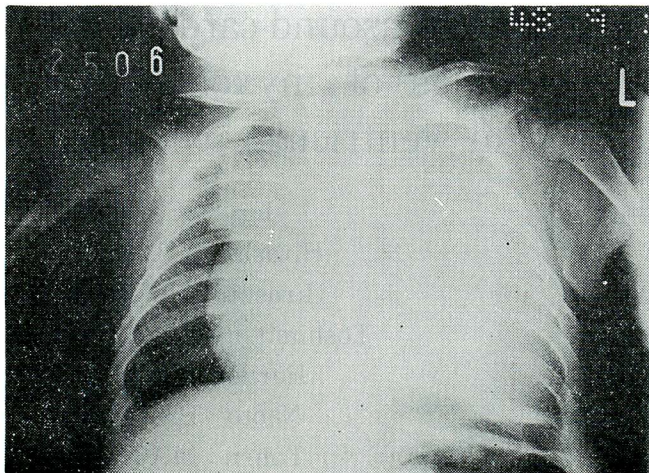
Posteroanterior chest roentgenogram shows marked cardiac dilatation without apparent pulmonary congestion
